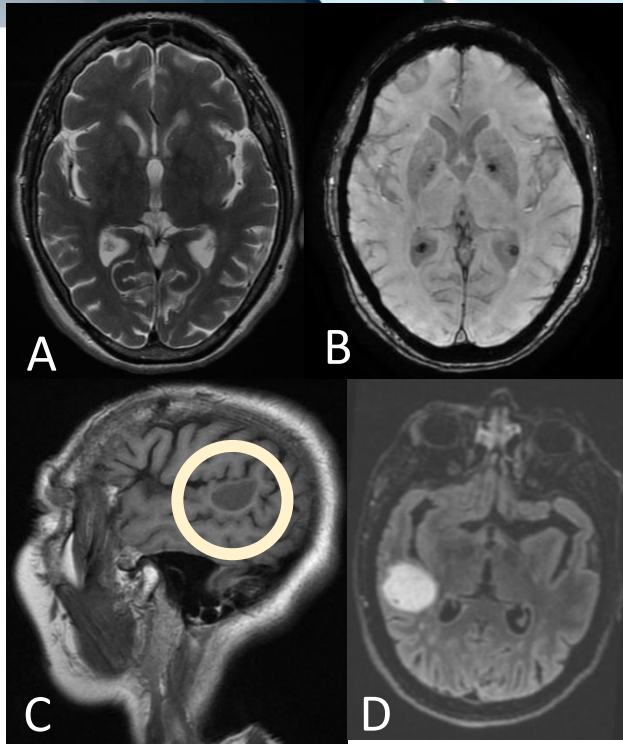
Hematoma cerebral desarrollado durante la realización de la RM: no presente en las primeras secuencias realizadas (T2 (A) y SWI (B)), que aparece en las siguientes (T1 y FLAIR), compatible con hemorragia hiperaguda (hipo en T1 (C) e hiper en FLAIR (D)).
